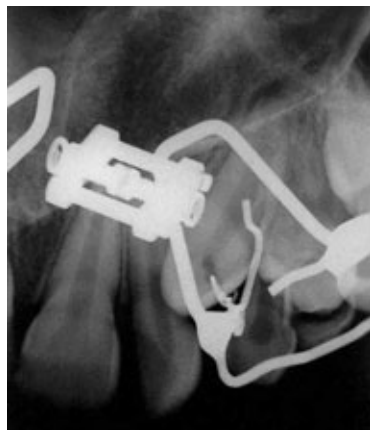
Após cinco meses de tracionamento, foi solicitada uma radiografia periapical da região, na qual verificou-se que o movimento de tração permitiu a correção do trajeto eruptivo do dente 23. Nessa fase, foi indicada a remoção parcial do aparelho expansor de Haas.
